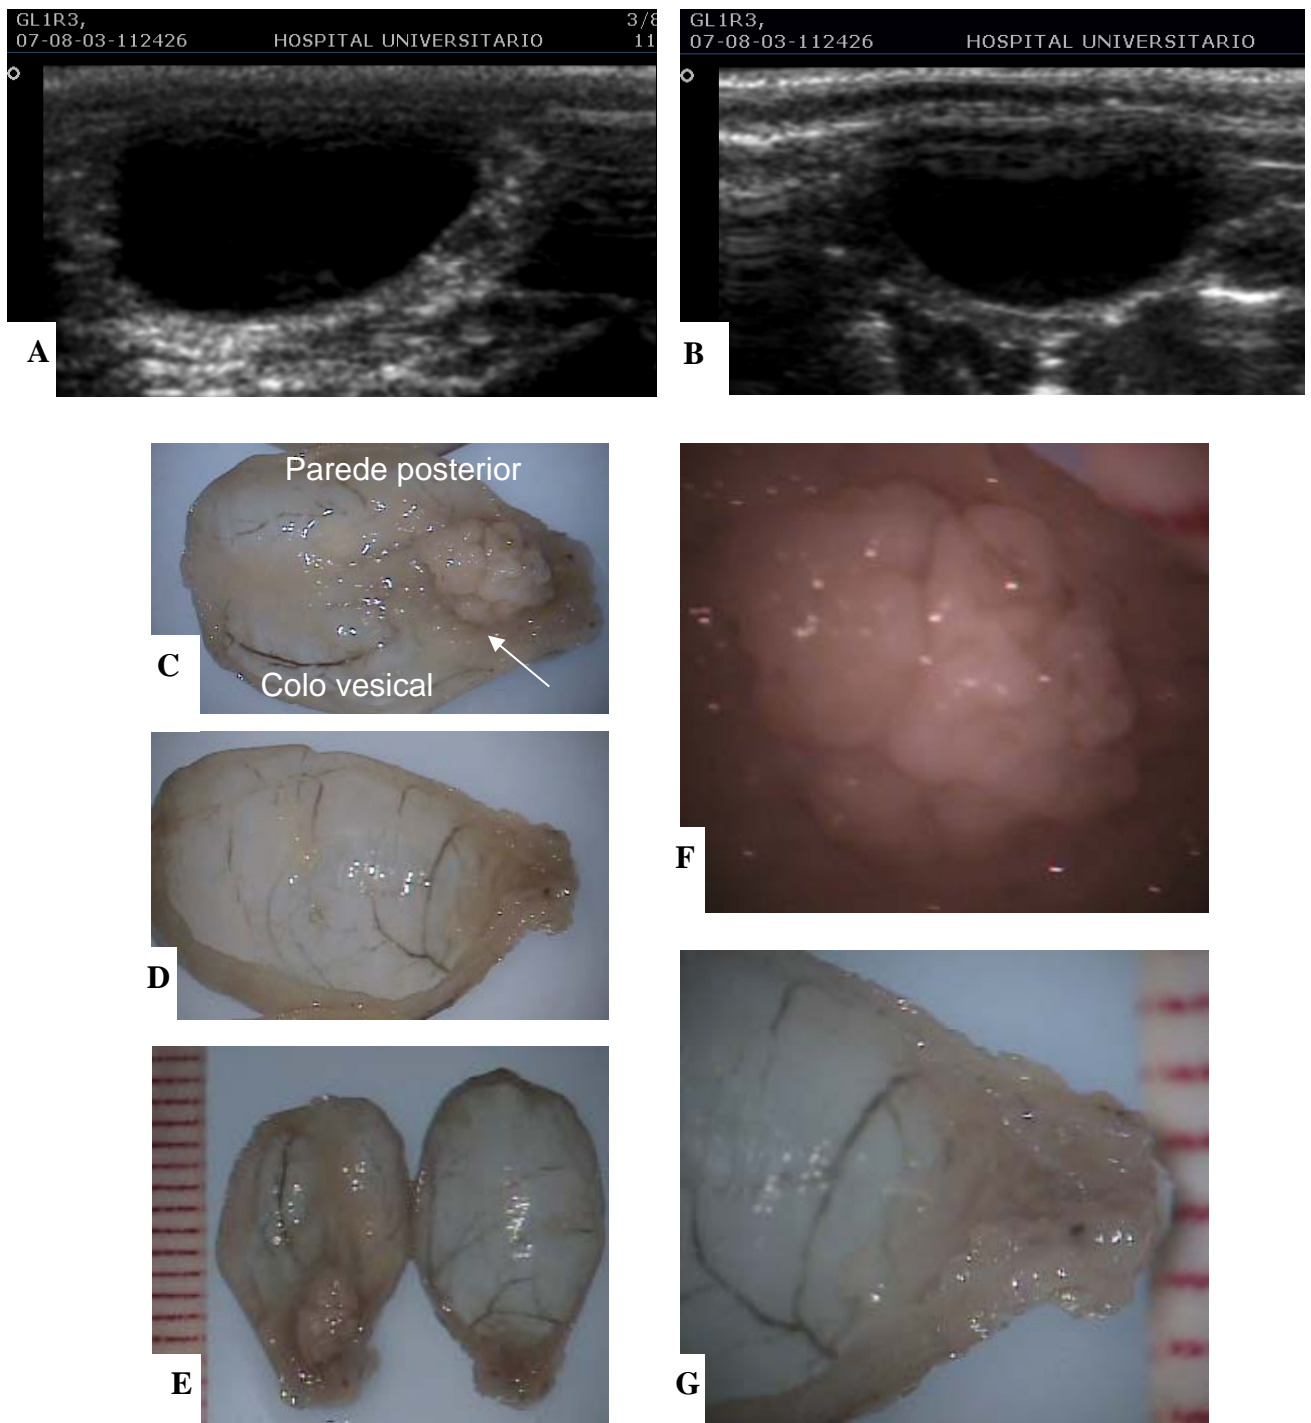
A e B: Ultrassonografia: Bexiga sem imagem tumoral na 40ª semana; C, D, E, F e G: Exame macroscópico: lesão localizada em colo vesical na parede posterior, polipoide com aspecto de couve-flor medindo 0,4 x 0,3 cm. Outras diminutas lesões podem ser observadas. Aumento de 10 x, 20 x e 40 x em microscópio estereoscópico. Grupo L - Rato 3.
